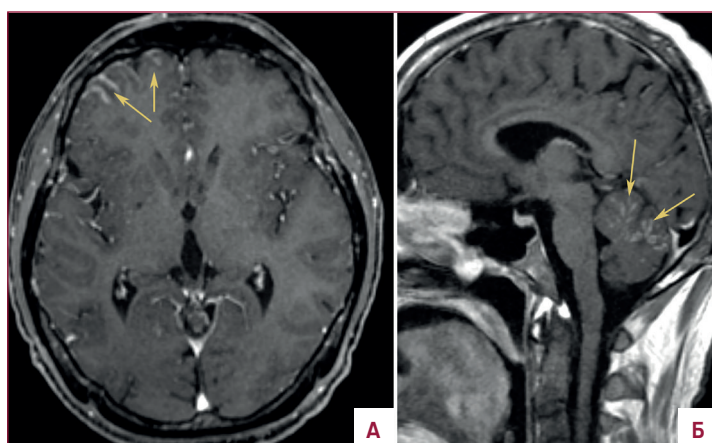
МРТ головного мозга в аксиальной (А) и сагиттальной плоскостях (Б), T1 ВИ после контрастного усиления. В лобной области (А, стрелки) справа наблюдается усиление МР-сигнала по ходу борозд в виде линейных гиперинтенсивных полосок, как и по ходу борозд мозжечка (Б, стрелки) — вероятнее, как проявления лептоменингеального патологического процесса
